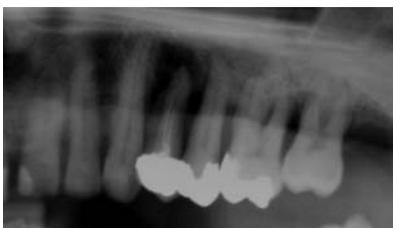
Röntgenbild vor Behandlung.
